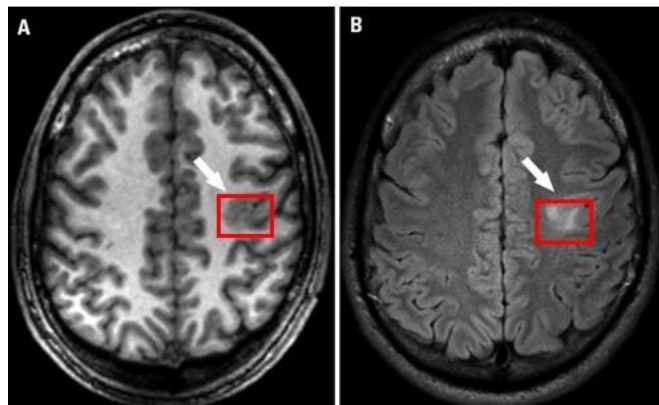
МРТ-признаки фокальной кортикальной дисплазии II типа у ребёнка
